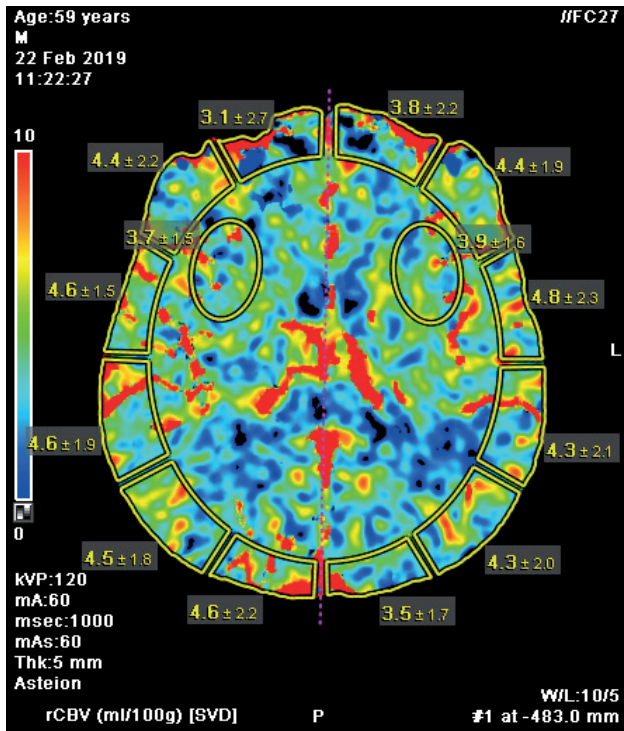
CBV (cerebral blood volume) карта послеоперационной компьютерно-томографической перфузиографии головного мозга: повышение показателей CBV выше нормы во всех зонах, что является отражением вазодилатации артериол
